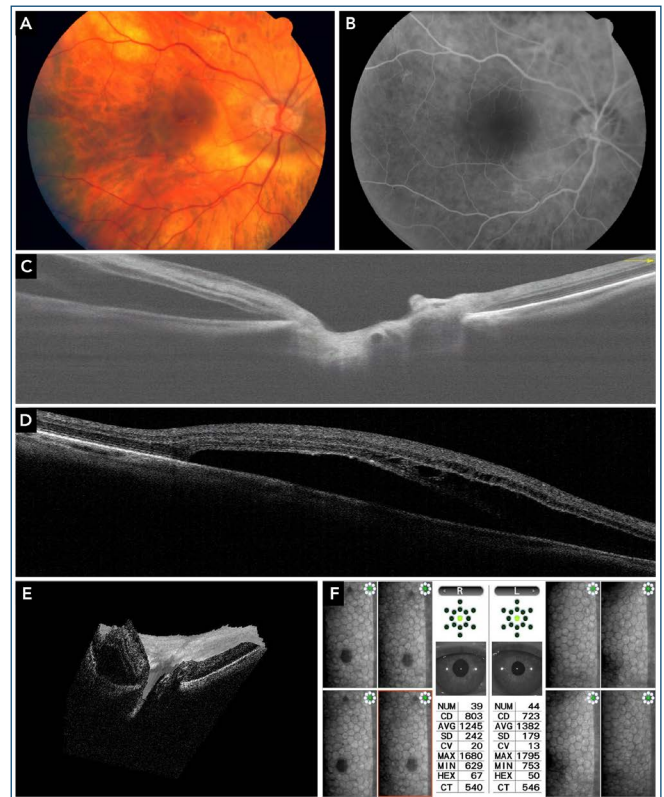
(A) Retinografía color fondo de ojo derecho. (B) RFG ojo derecho tiempo arterio venoso. (C) Tomografía de coherencia óptica corte peripapilar temporal. (D) Tomografía de coherencia óptica a nivel macular. (E) Reconstrucción tridimensional de tomografía de coherencia óptica papila. (F) Recuento endotelial.
